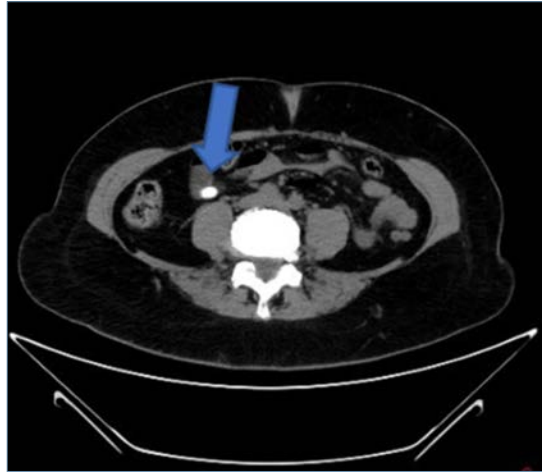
TC toraco-abdominal, corte transversal. Cuerpo extraño en la luz del asa ileal.
